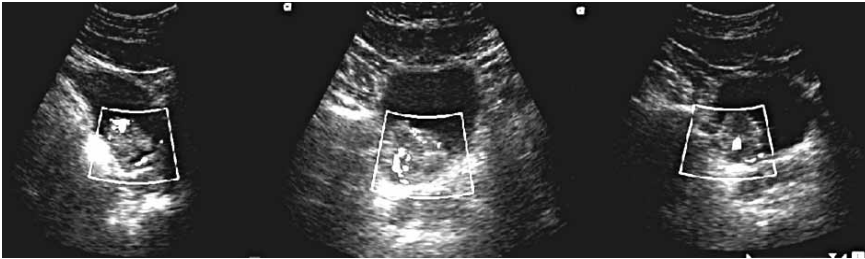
Doppler Power con vascularidad central y periférica.
